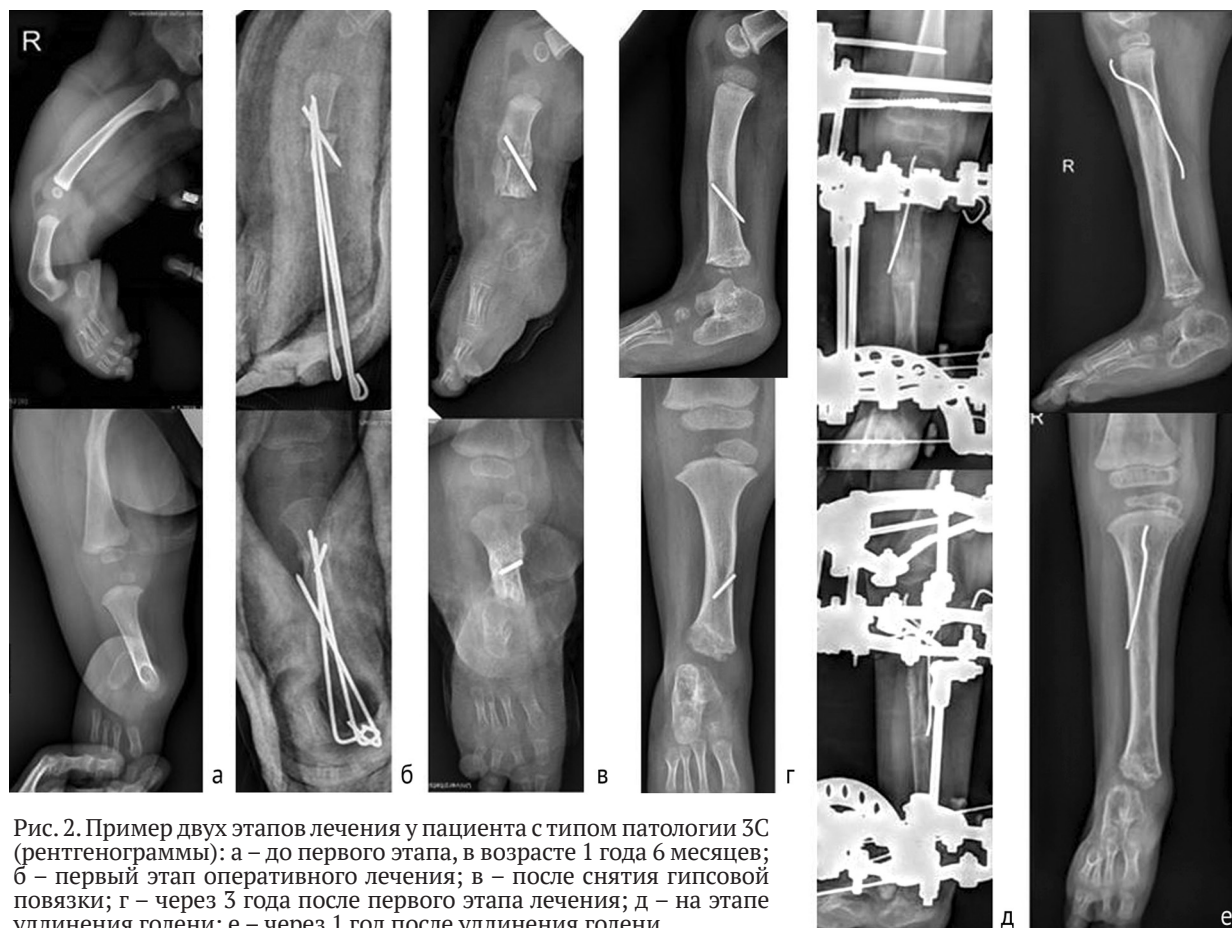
Пример двух этапов лечения у пациента с типом патологии 3С (рентгенограммы): а – до первого этапа, в возрасте 1 года 6 месяцев; б – первый этап оперативного лечения; в – после снятия гипсовой повязки; г – через 3 года после первого этапа лечения; д – на этапе удлинения голени; е – через 1 год после удлинения голени
